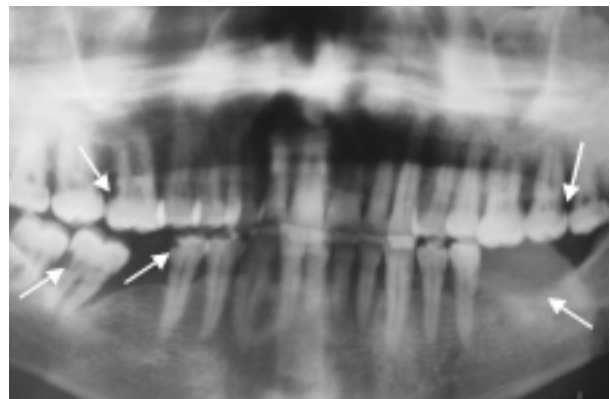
Radiografia Panorâmica mostrando a presença de lesões de cárie e perdas dentárias. Notar a ausência de restaurações devido a baixa experiência de cárie anterior ao tratamento oncológico.
